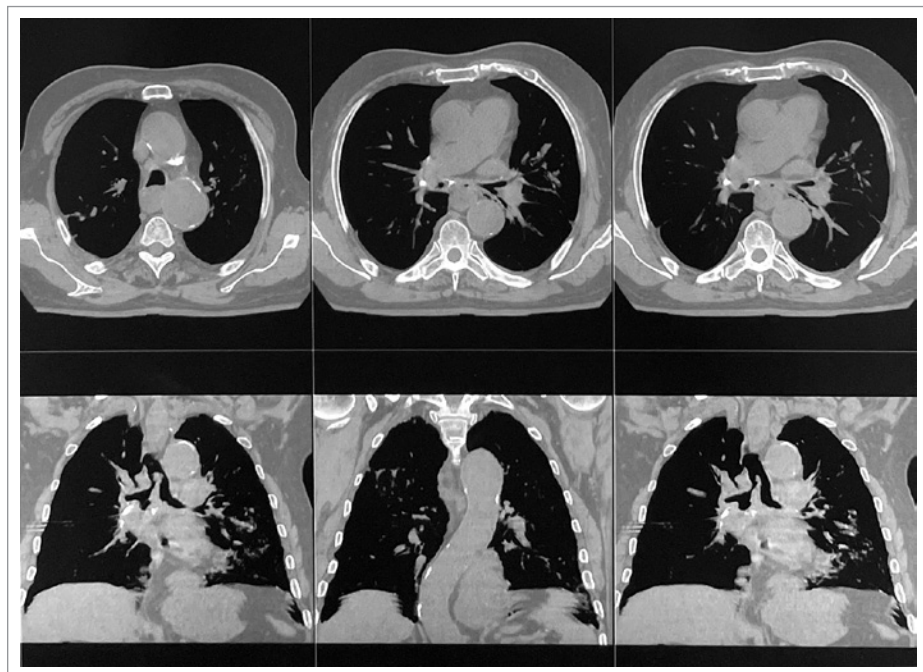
Компьютерная томография органов грудной клетки пациента 97 лет. Множественные кальцинаты в паратрахеальных, трахеобронхиальных (справа), бифуркационных лимфатических узлах
